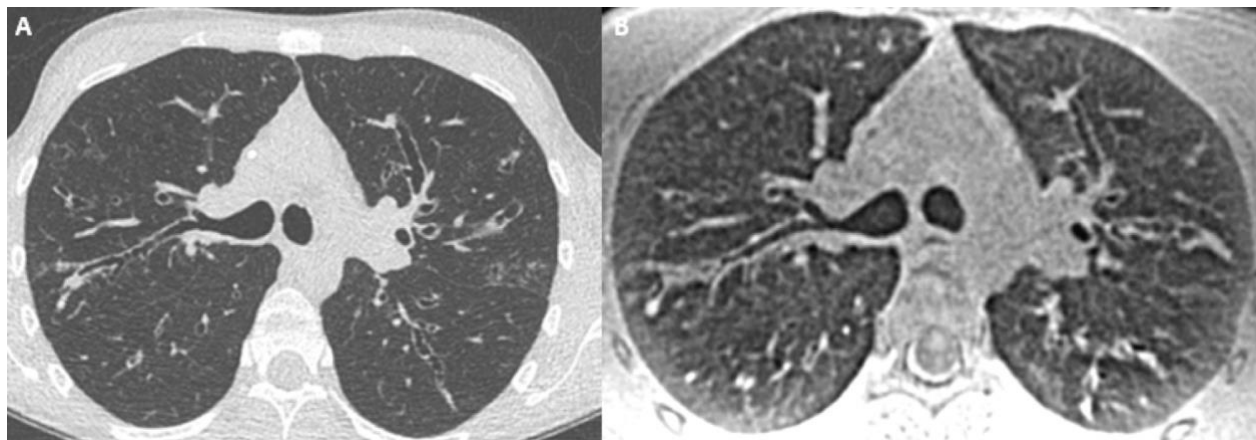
Coupes axiales comparatives d'une TDM(A) et d'une IRM(B) chez un patient de 27 ans atteint de mucoviscidose. Les dilatations bronchiques ainsi que les épaissements de parois sont bien visibles selon les deux modalités, jusqu'en périphérie pulmonaire (au-delà de la 4^{ème} génération).
